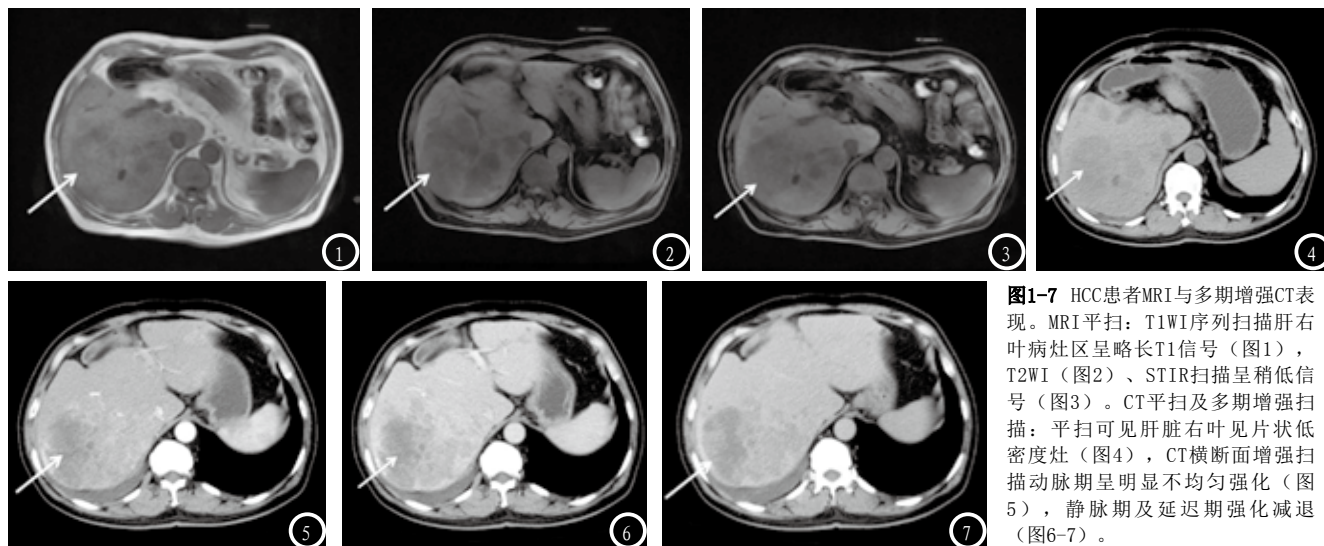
HCC患者MRI与多期增强CT表现。MRI平扫: T1WI序列扫描肝右叶病灶区呈略长T1信号(图1), T2WI(图2)、STIR扫描呈稍低信号(图3)。CT平扫及多期增强扫描: 平扫可见肝脏右叶见片状低密度灶(图4), CT横断面增强扫描动脉期呈明显不均匀强化(图5), 静脉期及延迟期强化减退(图6-7)。
